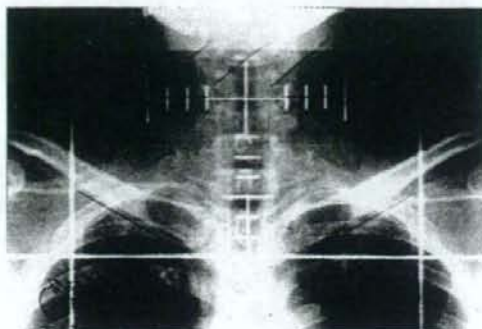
中咽頭癌におけるX線シミュレータでの照射野 (前後方向)
